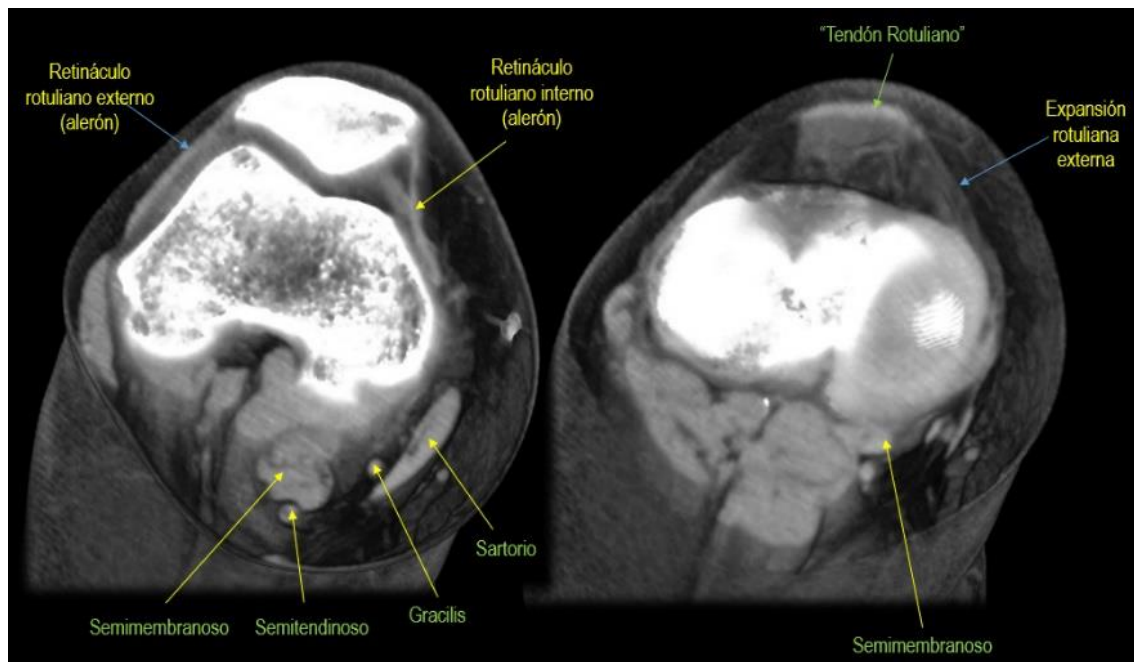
Reconstrucción TC 3D. En la parte anterior de la rodilla se encuentran el tendón del cuádriceps, la rótula y el tendón rotuliano. El ligamento alar o rotuliano interno (patelofemoral) une el borde de la rótula al epicóndilo interno del fémur y el externo al epicóndilo externo femoral.
